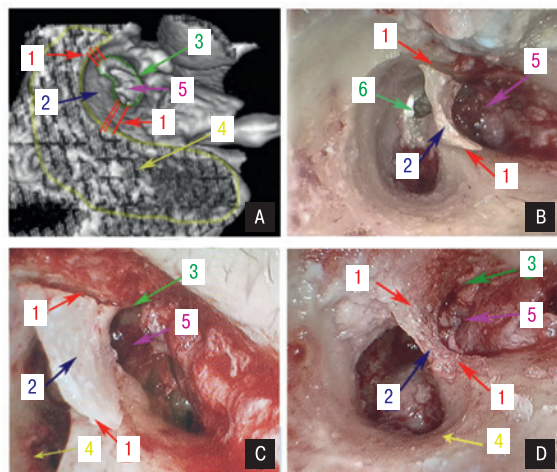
МСКТ височной кости пациента в трехмерном режиме перед операцией (в положении пациента на спине, как на операционном столе) и этапы операции. А – МСКТ височной кости пациента в трехмерном режиме перед операцией, сагиттальная проекция; В – этап мобилизации задней стенки НСП для полноценного удаления холестеатомы; С – эндоскопический вид мобилизованной задней стенки НСП для демонстрации нелинейных линий распила; D – этап репозиции задней стенки НСП с дополнительным укреплением линии распила костной стружкой: 1 – линии распилов в области задней стенки наружного слухового прохода, 2 – задняя стенка наружного слухового прохода, 3 – граница наружного слухового прохода, 4 – сосцевидный отросток, 5 – барабанная полость, 6 – холестеатома.
